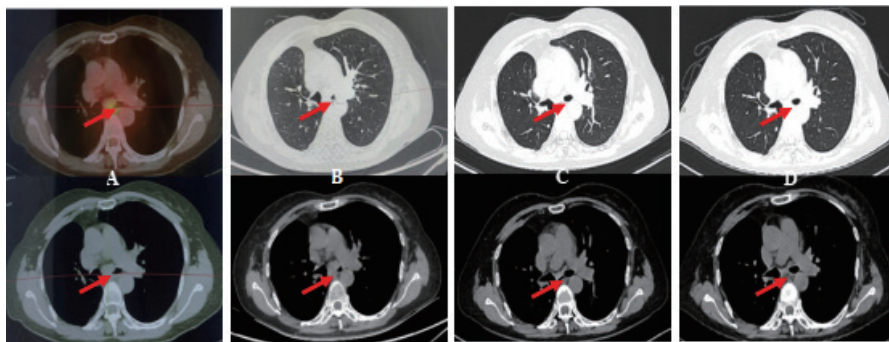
A: 2023-08-28 PET/CT:左主支气管略狭窄;B: 2023-10-08胸部CT:可见左主支气管较2023-08-28PET/CT狭窄程度明显加重;C: 2024-05-13即服用阿来替尼7个月复查胸部CT:可见左主支气管狭窄明显改善;D: 2024-10-23即服用阿来替尼12个月复查胸部CT:未见疾病进展
